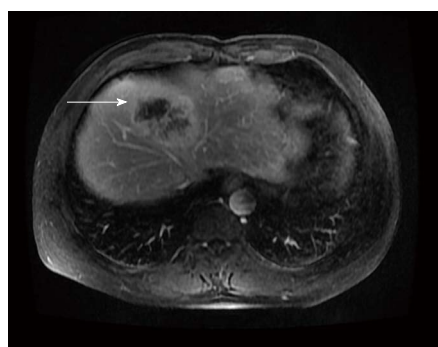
肝内胆管癌, MRI病灶可见延迟强化。图中箭头所示为肿瘤病灶。MRI: 磁共振成像。
